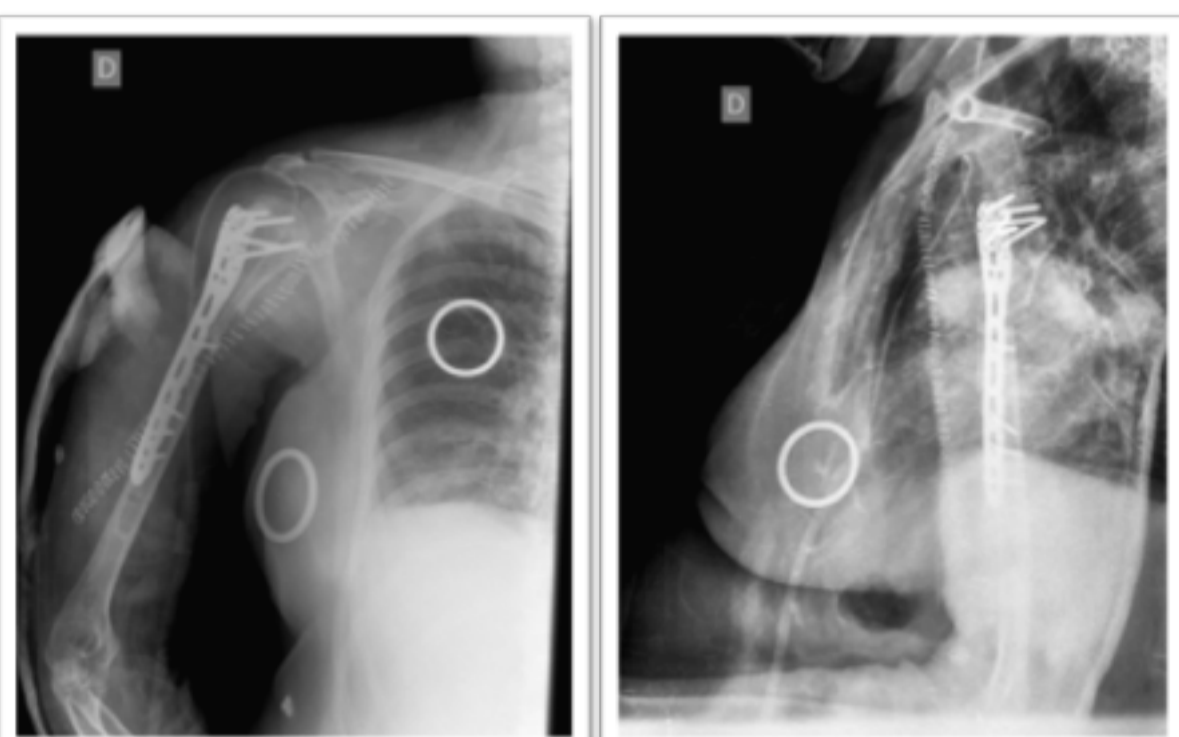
Radiografías anteroposterior y lateral de húmero derecho postoperatorias tras reosteosíntesis.
